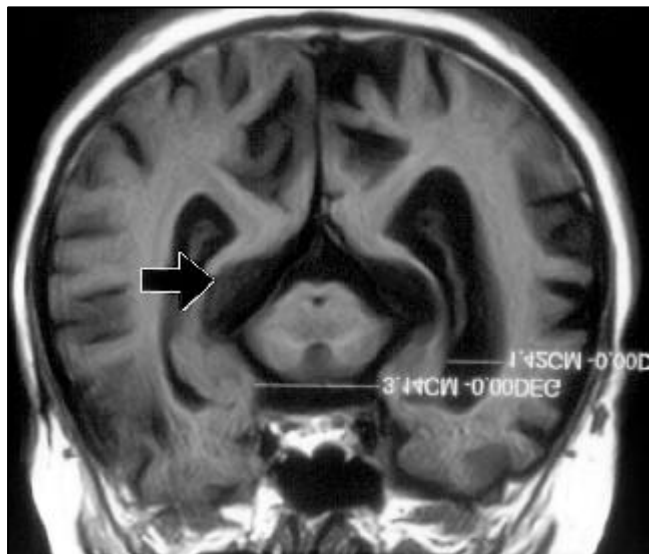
Resonancia magnética en secuencias T₁, corte axial, con angulación negativa de 20 grados, donde se observa la cabeza, cuerpo y cola del hipocampo. La flecha señala la fisura perihipocampal dilatada. La distancia interuncal es de 31 mm y la distancia del asta temporal izquierda es de 14 mm. Estos tres parámetros son altamente diagnósticos de la enfermedad de Alzheimer, en este caso familiar a los 55 años.
